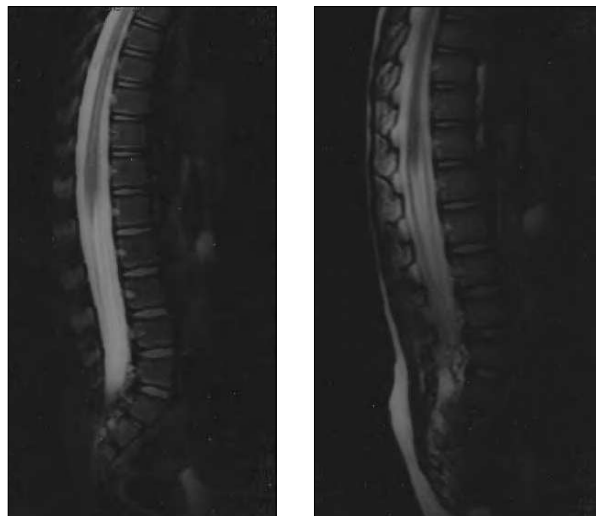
RM medular sagital T1 tras administración de contraste, en la que se aprecia engrosamiento distal medular, con captación de contraste de la cola de caballo y las raíces nerviosas.
